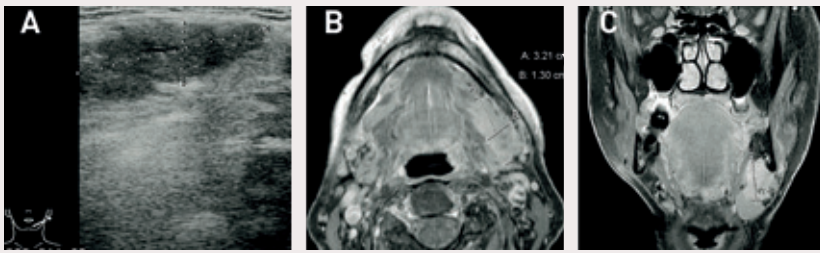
Adenocystisk carcinom i venstre glandula submandibularis hos 73-årig kvinne. A: Ultralydbilde viser ujevnt avgrenset ekspansivitet med inhomogen ekkogenesitet. B: Transversal og C: Frontal magnetresonanstomografisk (MR) bilde av samme pasient. Kontrastforsterkede fettsuppremerede T1-vektede sekvenser. Svulsten er lokalisert i den anteriore delen av glandula submandibularis og måler 3,2 cm x 1,3 cm x 2,4 cm.
